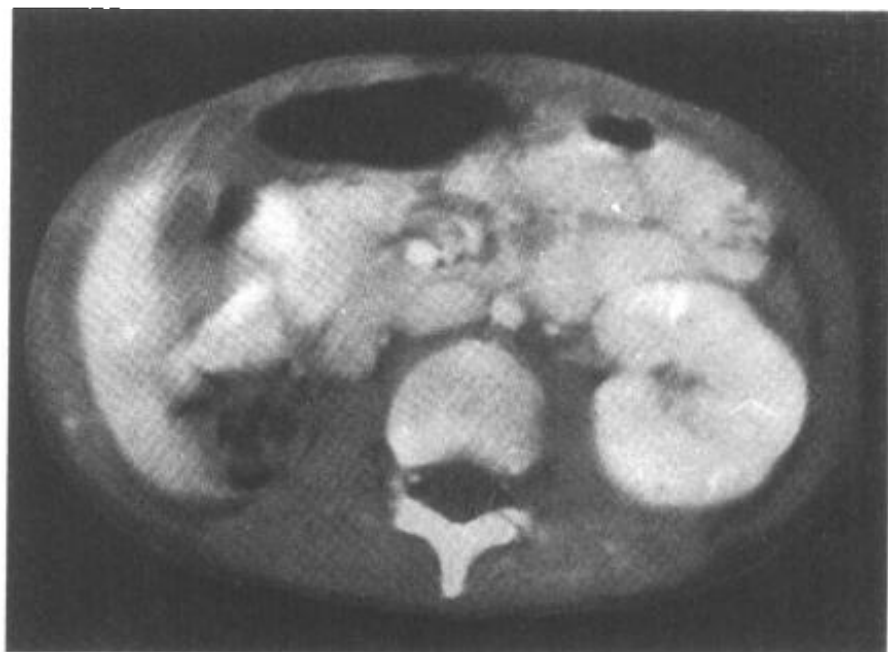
CT平扫示右肾缺如，左肾代偿性增大
